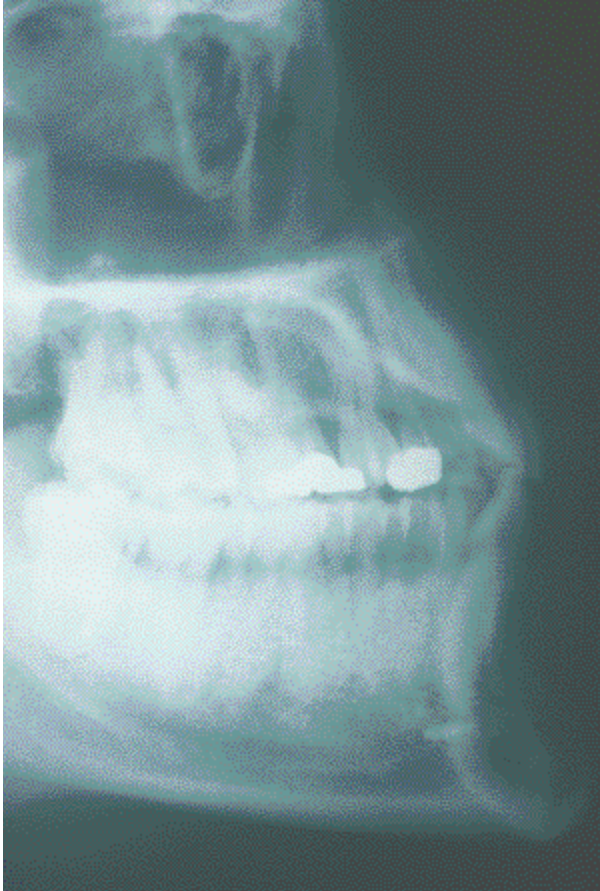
Telerradiografía craneal de perfil donde se muestra la inserción del tornillo en la región anterior de la mandíbula.
